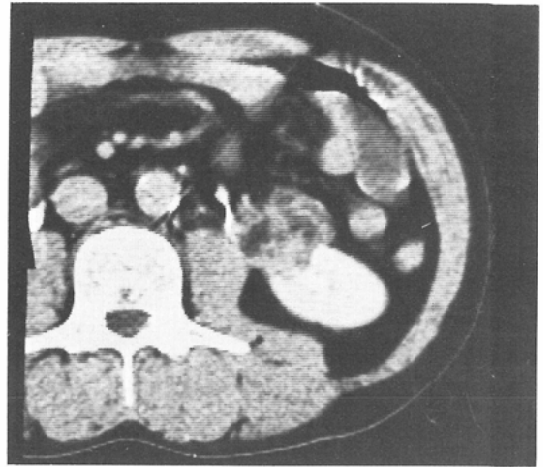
Post-contrast CT scan of an angiomyolipoma. Exophytic mass with density value of fat anteromedially in the lower pole.
